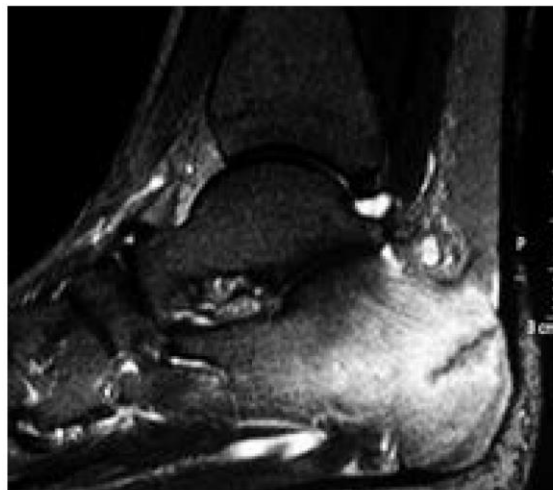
RM Sagital secuencia STIR (supresión grasa). Demuestra el extenso edema difuso de la médula ósea con señal hiperintensa y el trazo de fractura hipointenso.
